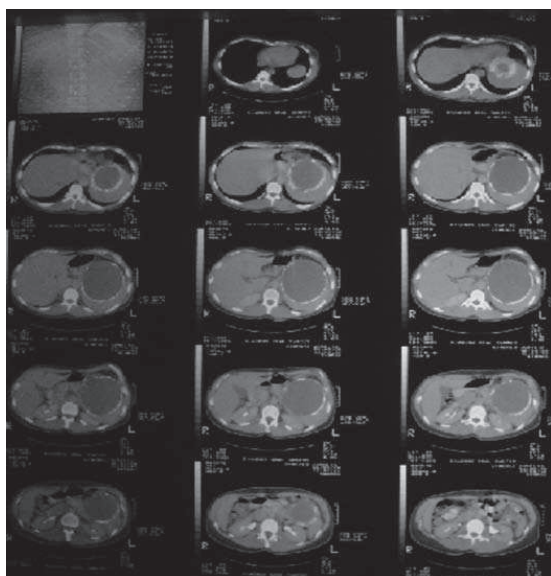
TAC abdominal que muestra la masa quística
